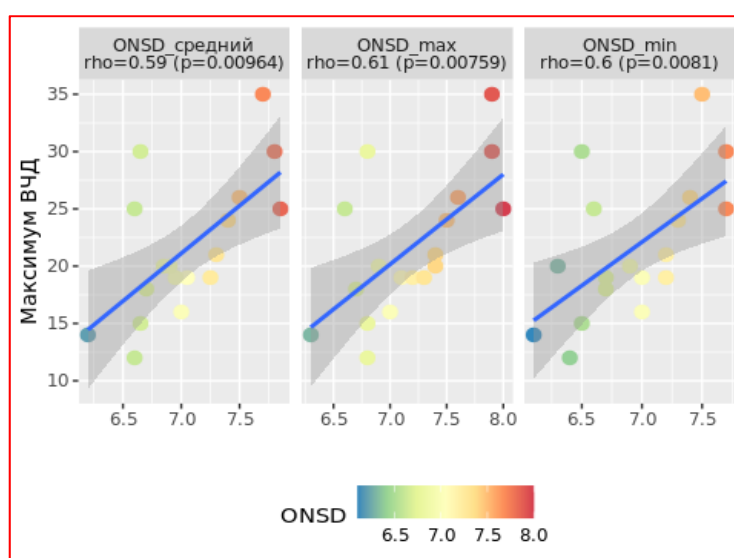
Корреляционная зависимость максимального ВЧД за 24 часа и производных ДЗНО по данным входящей КТ (ONSD средний- ДЗНО средний, ONSD max - ДЗНО максимальный, ONSD min - ДЗНО минимальный)
